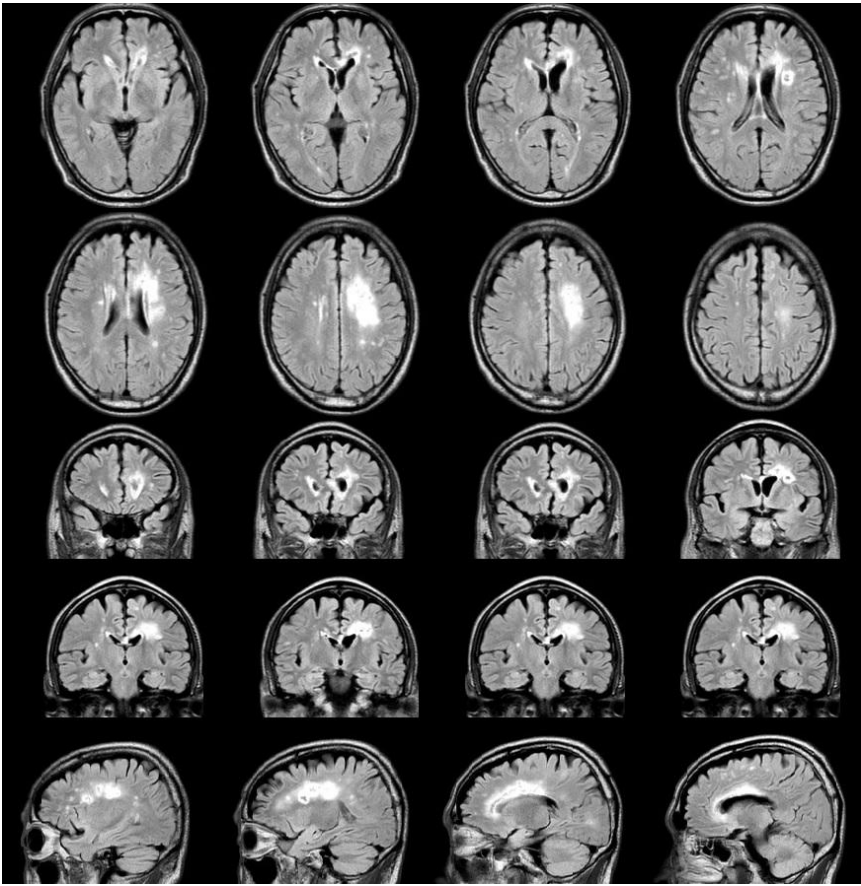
頭部 MRI (FLAIR) (第 73 病日)
